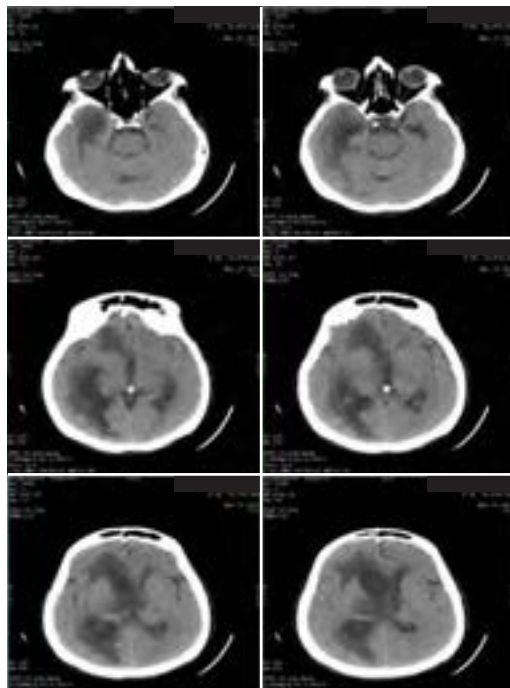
Tomografía de cráneo realizada a la paciente.
